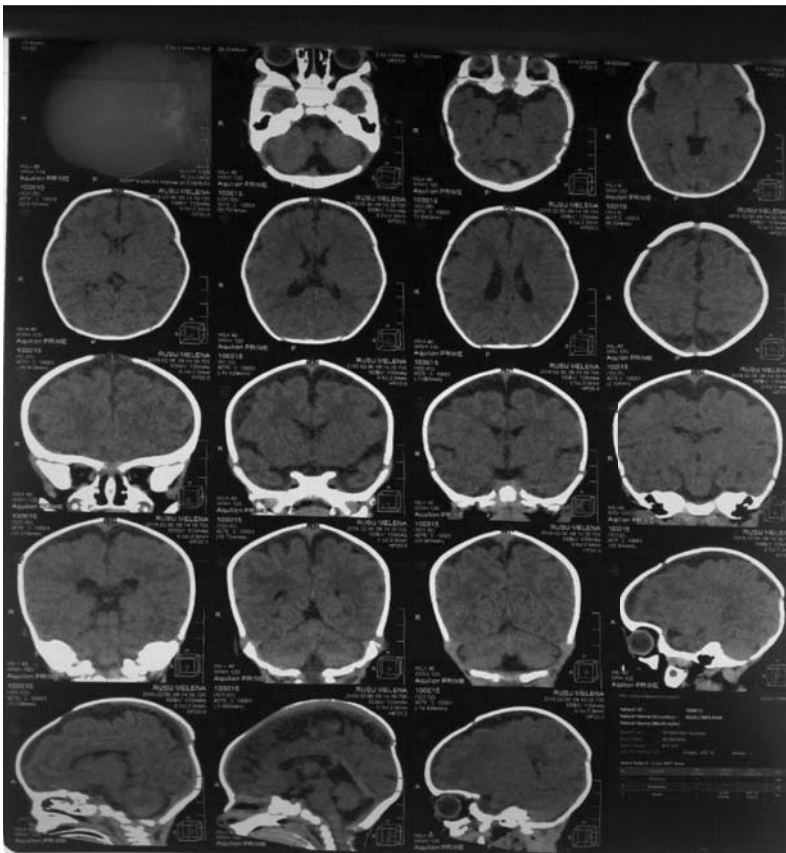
Rezultatele tomografiei computerizate
